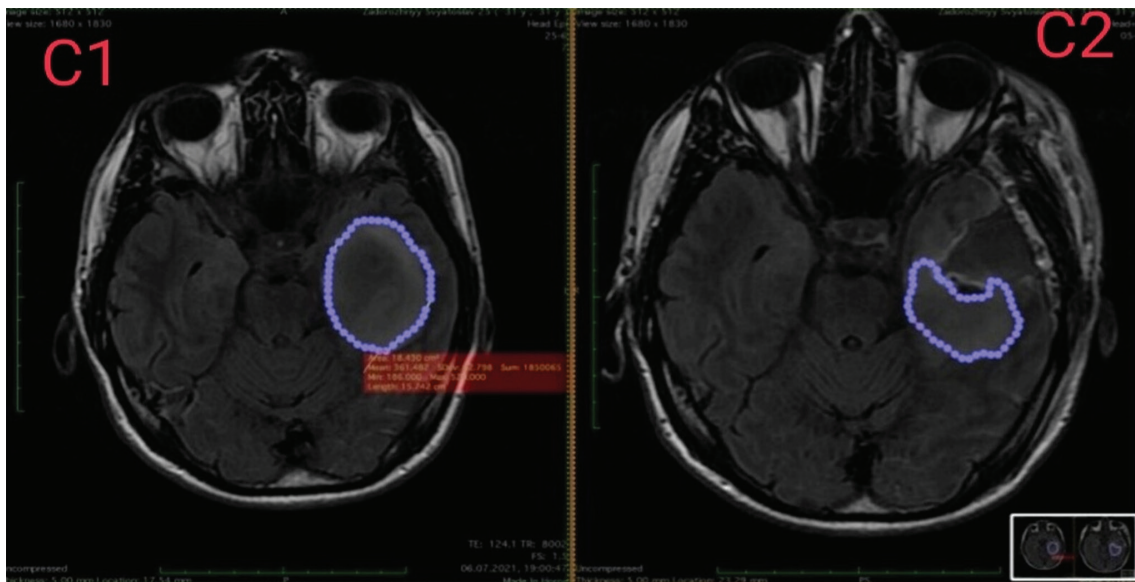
Pre- and Post-operative MRI of Brain
